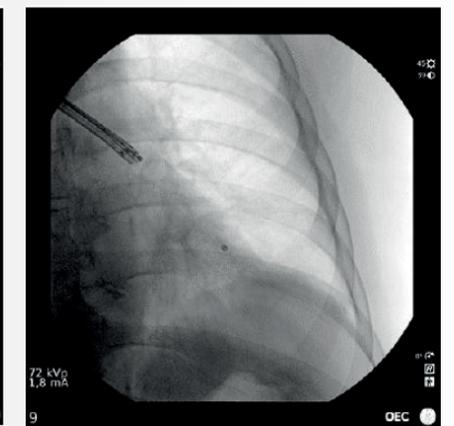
Зонд для эндо-бронхиального УЗИ вводится на уровне предполагаемой опухоли
